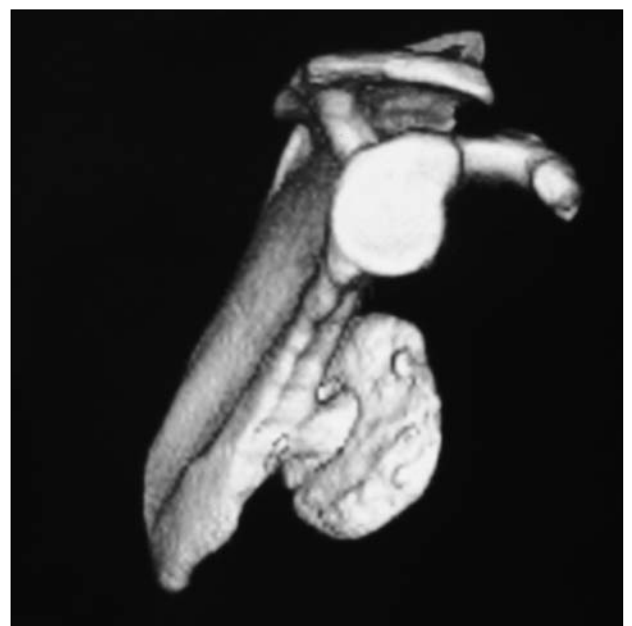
Tomografía computarizada tridimensional.
